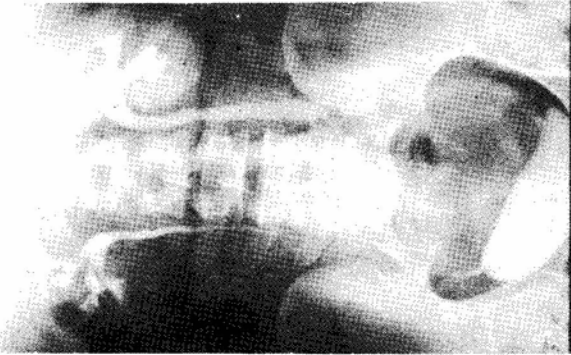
Ürografide sağ böbrekte geç akım izlenen ve taşın distali görülemeyen şiddetli obstrüksiyonda bir olgu.
